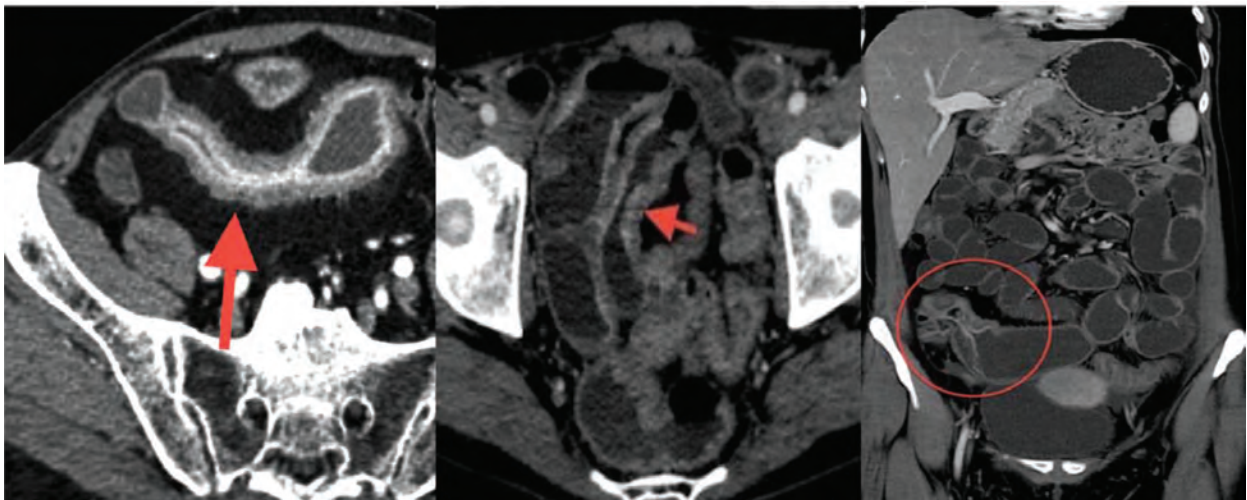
Стриктуры кишки при болезни Крона при КТ-энтерографии
